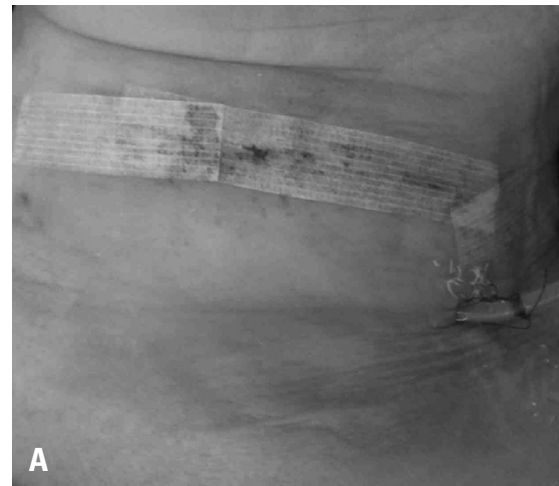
(A) Erythematous swelling occurred at the neck. (B) Postoperative computed tomography revealed a 7.8×1.5-cm fluid collection (white arrow) at the prevertebral area. *Hemovac line (block arrow).
